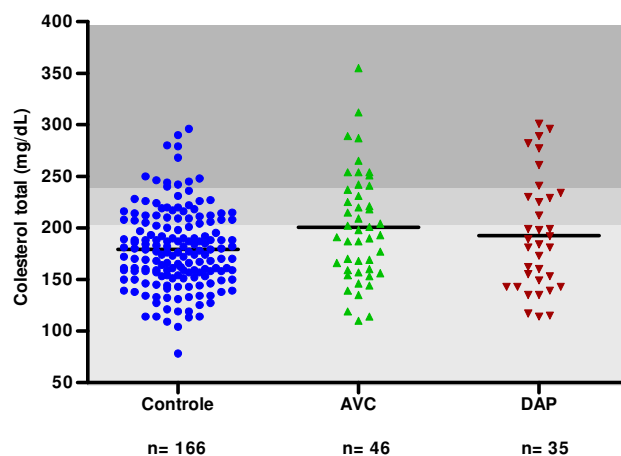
Distribuição dos valores de colesterol total (CT). Valores expressos em mg/dL para os grupos controle, AVC e DAP. A área sombreada em cinza claro corresponde a valores desejáveis (até 200mg/dL) para os níveis de colesterol total, a área sombreada em cinza intermediária corresponde a valores limitrofes (200 a 239mg/dL) e a área sombreada em cinza escuro corresponde aos valores altos (maior que 240mg/dL) (SBC, 2001). As linhas horizontais representam as médias dos grupos.
